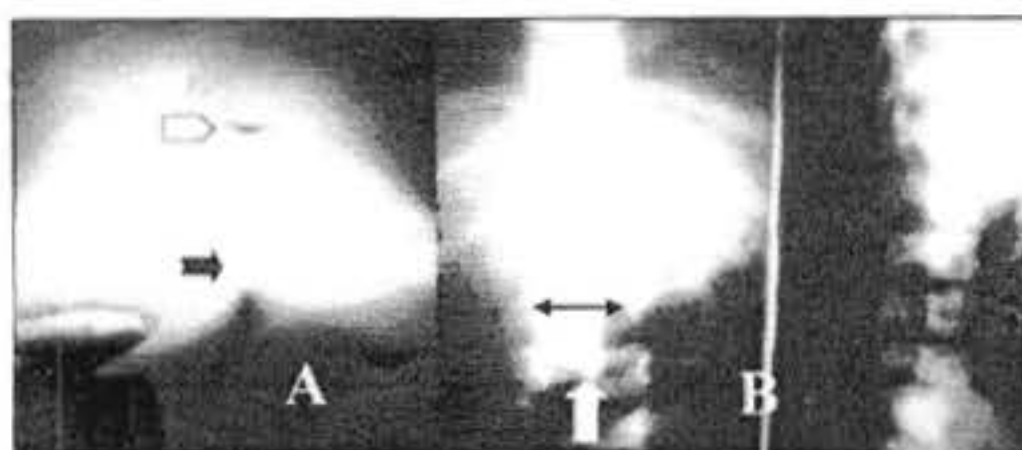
A. Manifestaciones cutáneas lumbares de un meningocele pequeño a nivel de 1.3 (flecha blanca superior) y un seno dermal superficial a nivel del coxis (flecha negra). B. Radiografía simple de columna lumbar donde se observa el aumento de la distancia interpedicular lumbar (doble flecha negra horizontal) y presencia de hueso en el nivel 1.3 (flecha blanca vertical).
